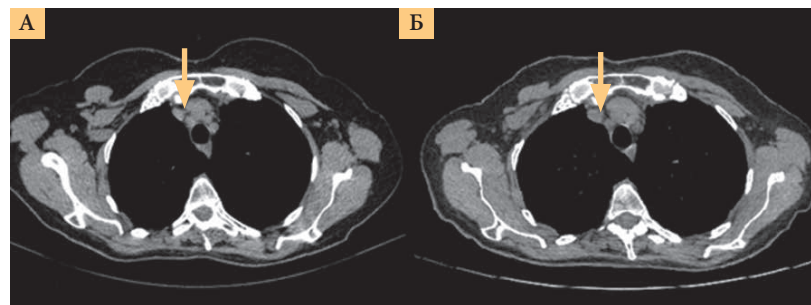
Результаты КТ: динамика по медиастинальным лимфоузлам (А – 2014 г., Б – 2019 г.)
